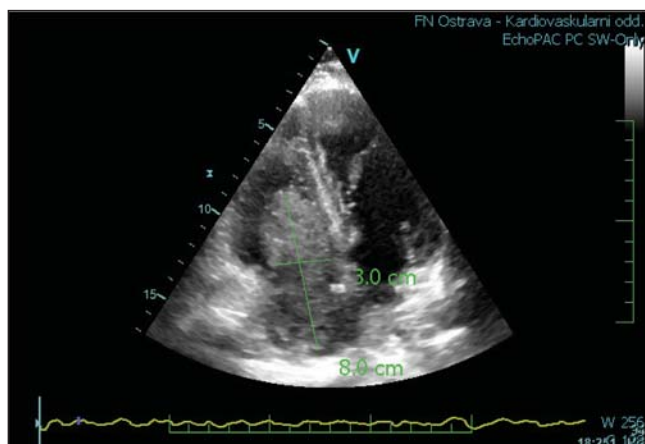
Echokardiografie – A4C projekce – masa v pravé síni 60 × 30 mm
